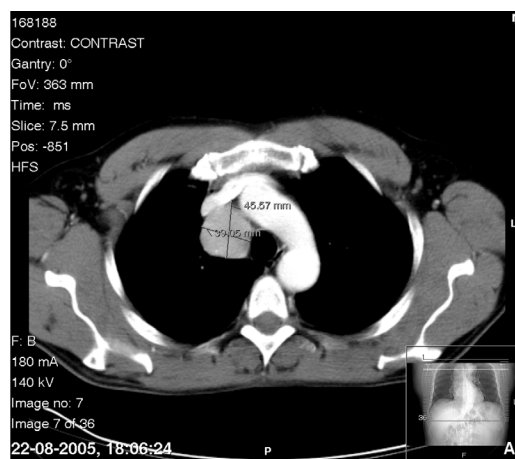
TAC torácica: formação nodular com dimensões de 45 x 39 mm no grupo paratraqueal direito
